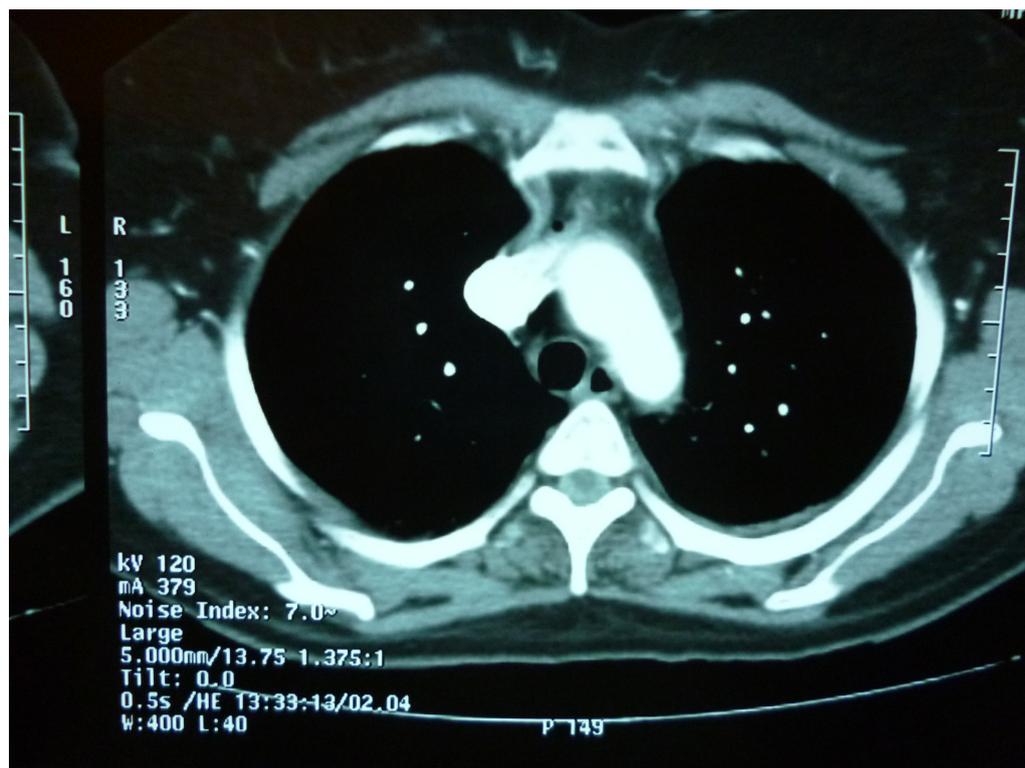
Tomografía computada de tórax. Se puede ver la imagen hiperdensa situada por detrás del eje medular.
